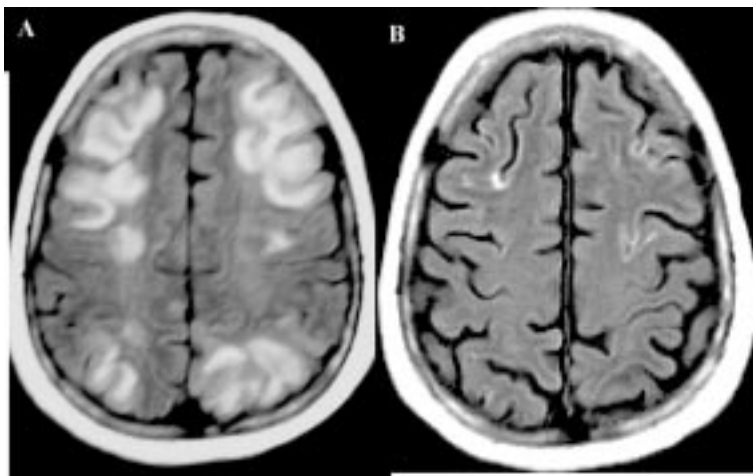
A. RM secuencia FLAIR, muestra áreas confluentes de hiperseñal cortico subcortical en lóbulos frontales y parietales bilaterales. B. RM de control a los 2 meses, secuencia FLAIR, muestra franca regresión de las alteraciones.
